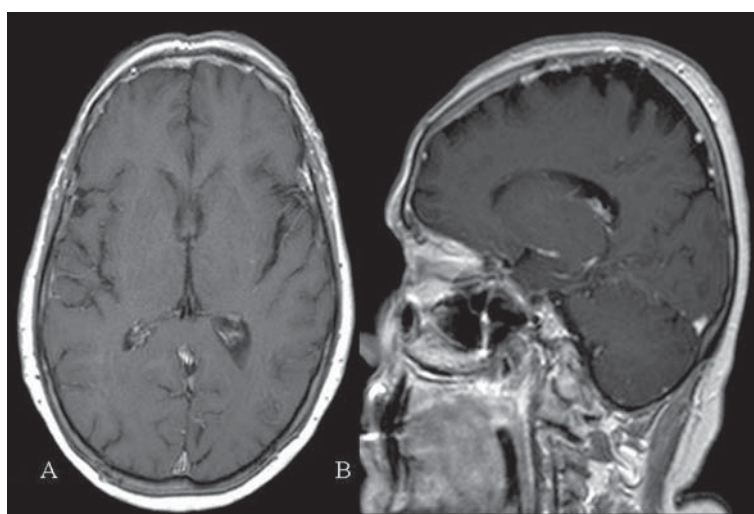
Caso 3. RM cerebro: secciones axial y sagital potenciada en T1 gadolinio (A y B), evidenciaron engrosamiento leptomeníngeo y paquimeníngeo difuso, concordante con meningitis.
